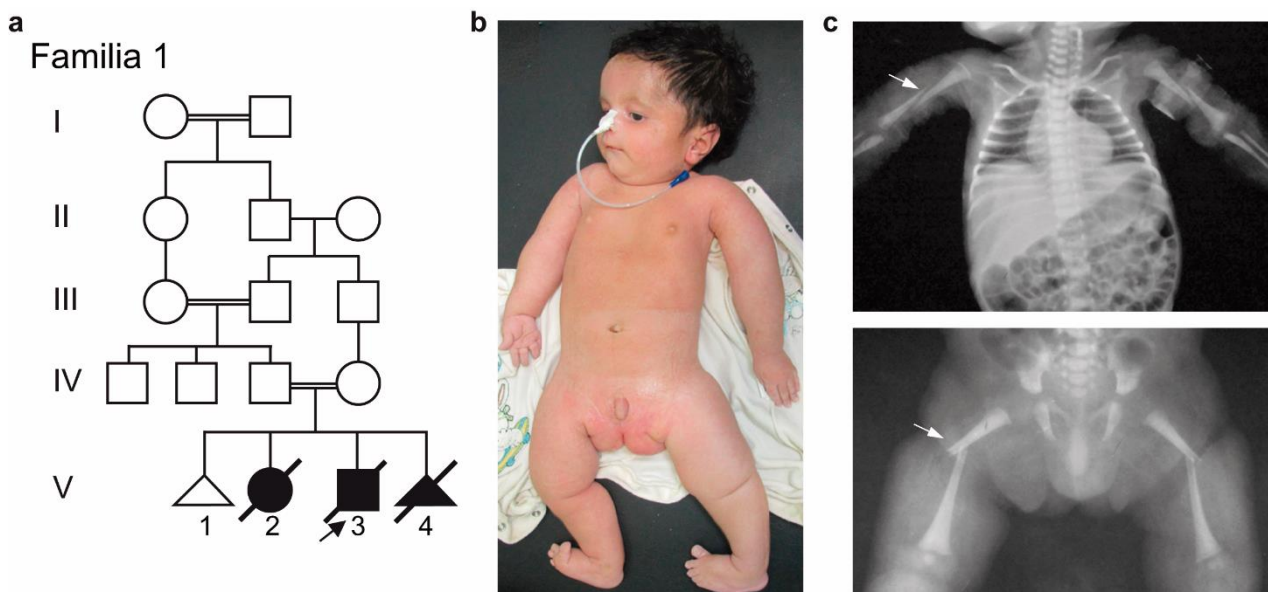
Pedigrí y características clínicas de la familia 1. a) Pedigrí de la familia 1 en el que se muestra el probando (flecha), hermana mayor afectada y feto afectado. b) Imagen clínica correspondiente al probando de la familia 1 a la edad de 2,5 meses observándose cuello corto, manos y dígitos cortos, rotación de las extremidades superiores e inferiores debido a hipotonía grave. La imagen también muestra pulgares bilaterales de inserción baja con flexión dorsal de ambos pies e hipoplasia genital. c) Radiografías del probando (vista antero-posterior) demostrando fracturas bilaterales en la región central de húmeros (panel superior, flecha) y fémures (panel inferior, flecha).
